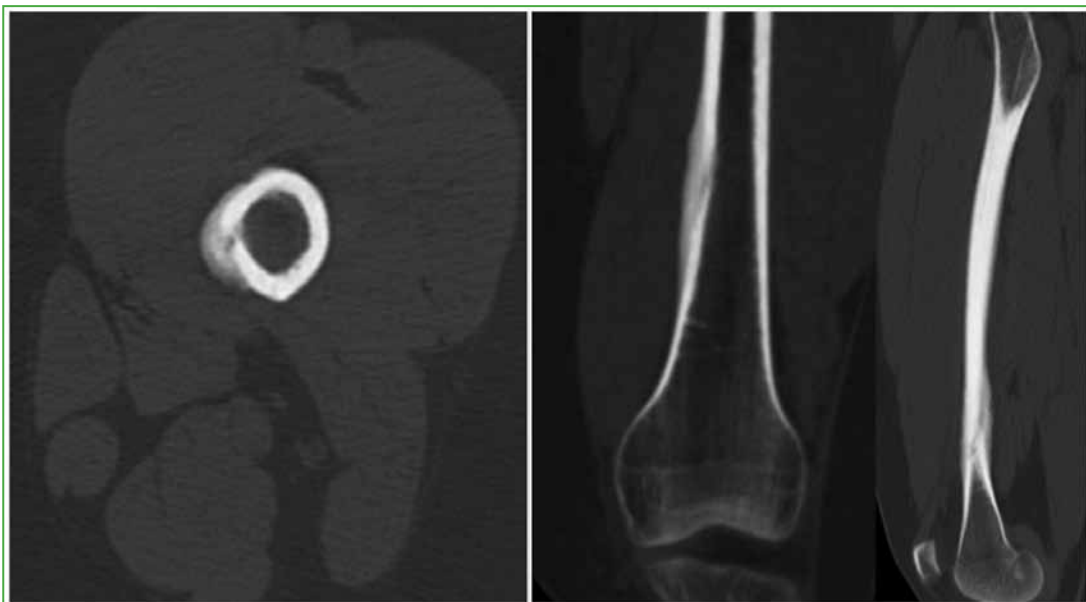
Tomografía computarizada de fémur izquierdo, cortes axial, coronal y sagital. Se observa, con más detalle, la reacción cortical en la metafisis distal medial, y una solución de continuidad en la cortical en sentido oblicuo respecto al eje del fémur. No se detecta compromiso medular ni de partes blandas adyacente.
